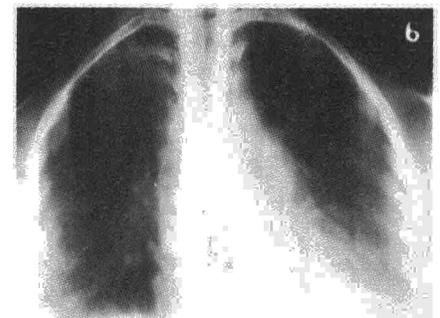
La tomografía del mismo caso de la fig. 5 a los siete meses de tratamiento.
